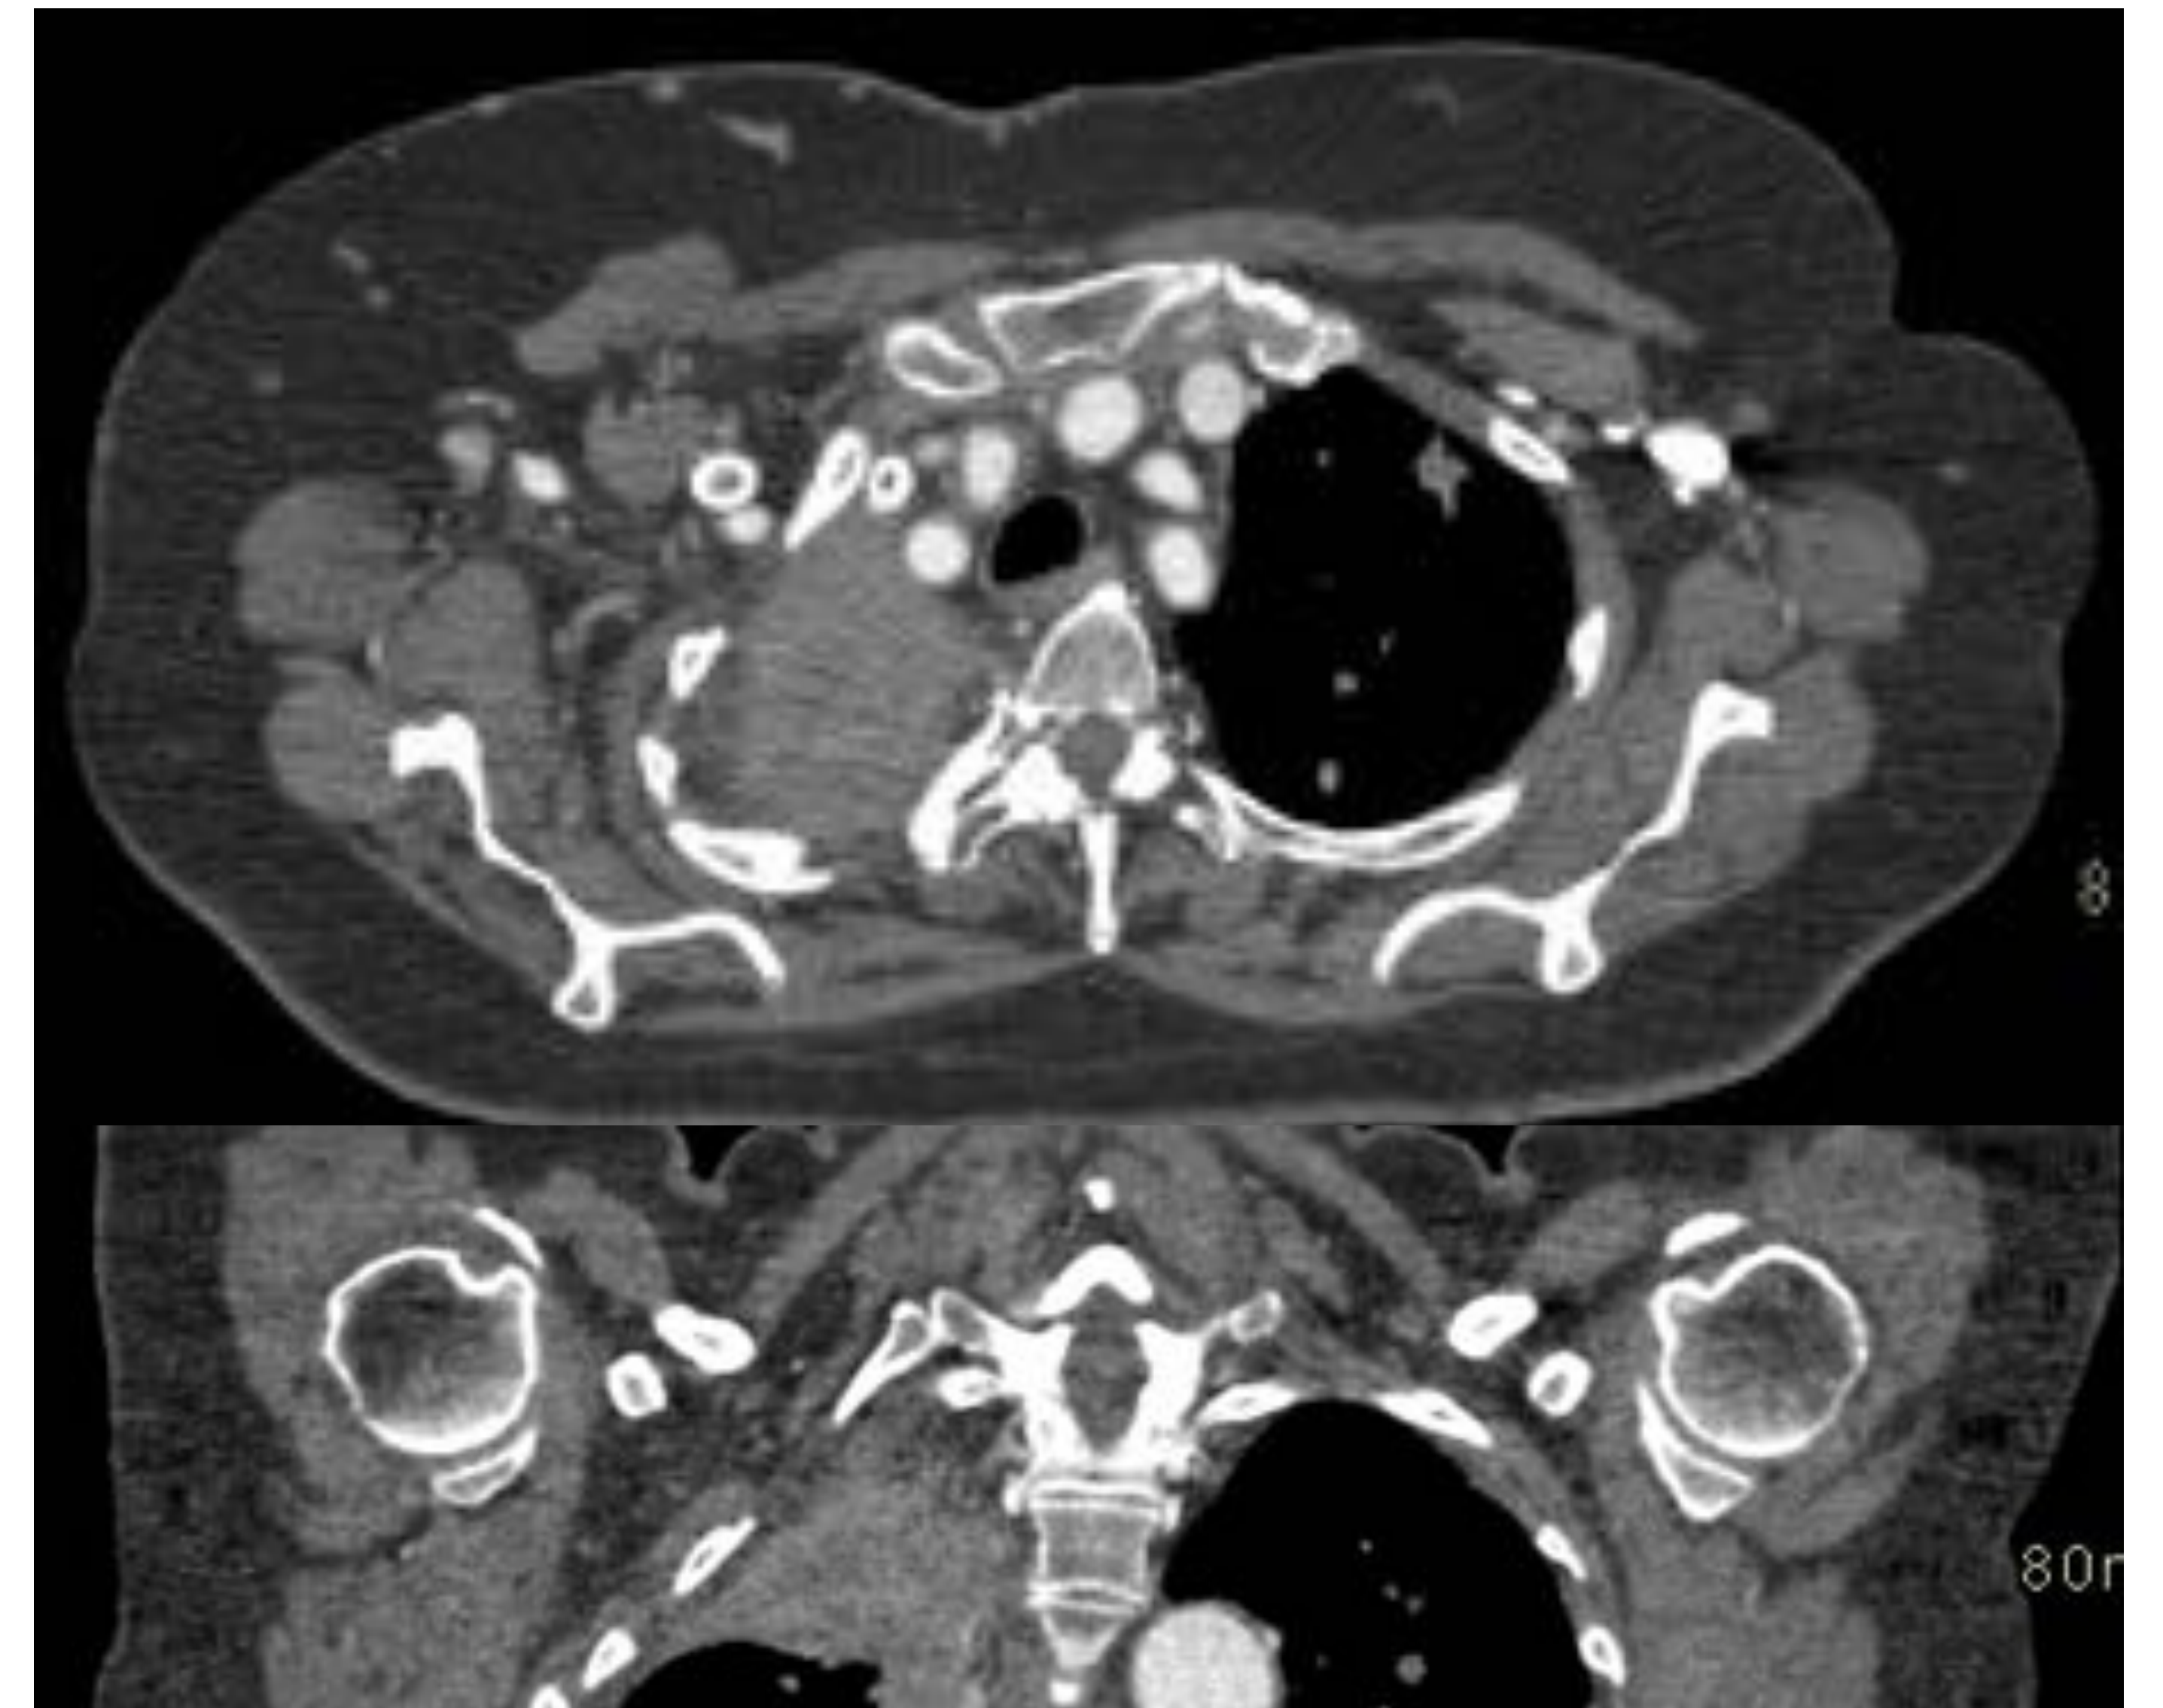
TC de cuello con hallazgo incidental de masa en el vértice pulmonar derecho en contacto pleural y mediastínico (Tumor de Pancoast) que condiciona la atelectasia del LSD, así como nódulos pulmonares contralaterales.
